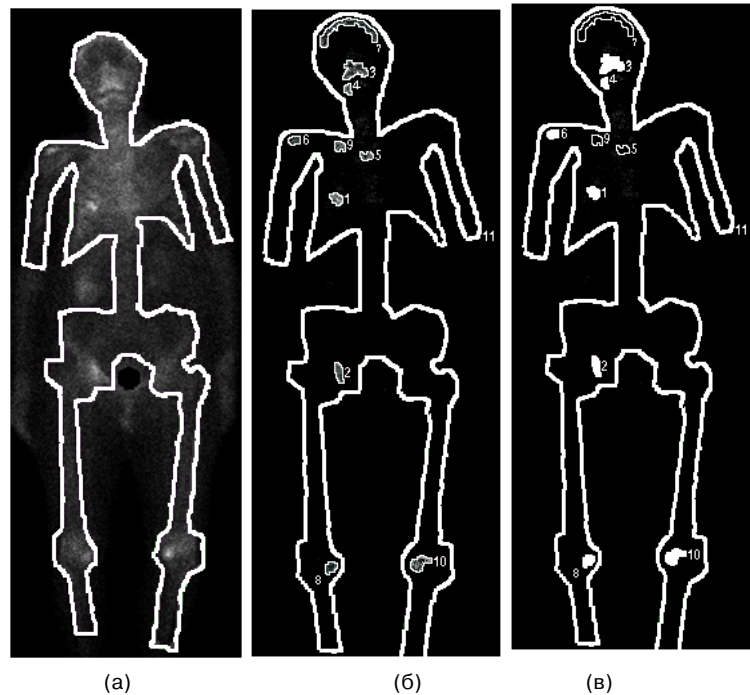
Планарная сцинтиграмма скелета больной N
